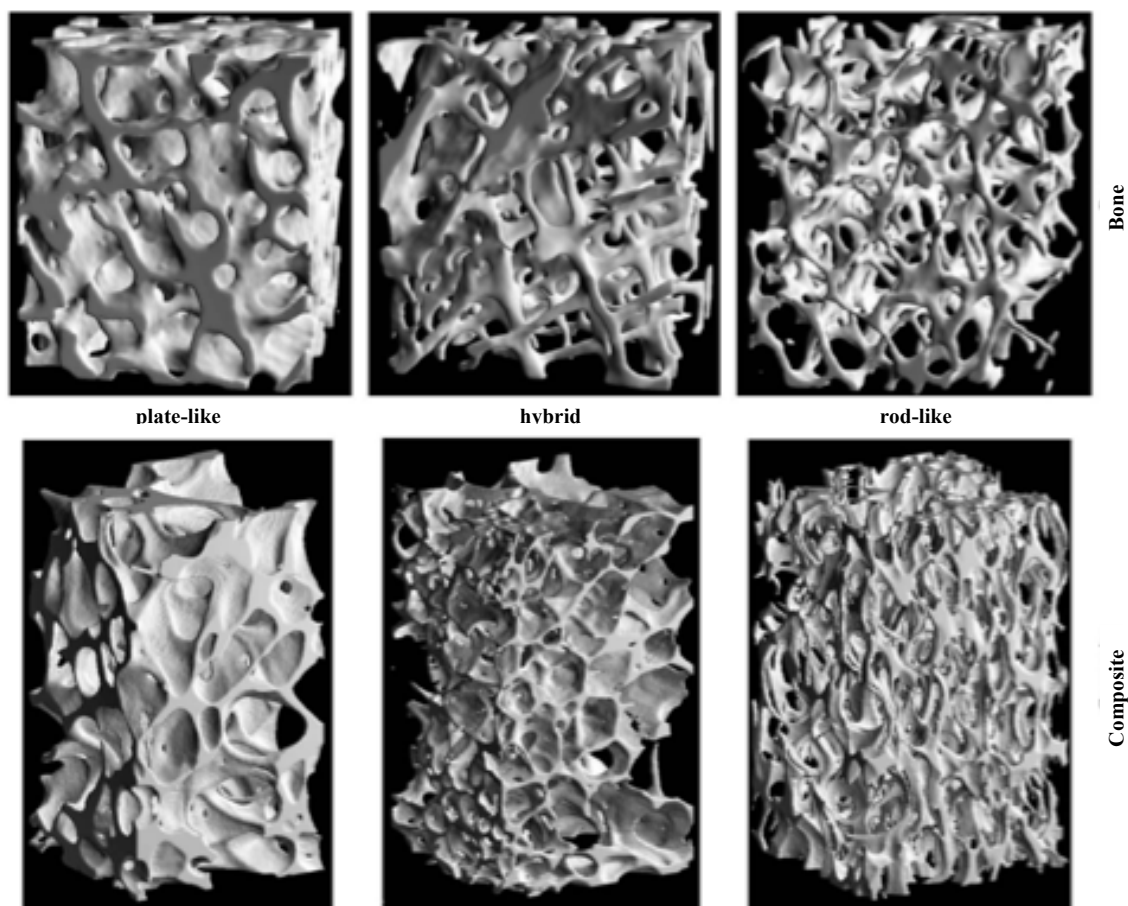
Struktureller Vergleich von spongiösem Knochen (oben) und PLA-Scaffolds (unten) im μCT (aus Mathieu et al., 2006).
